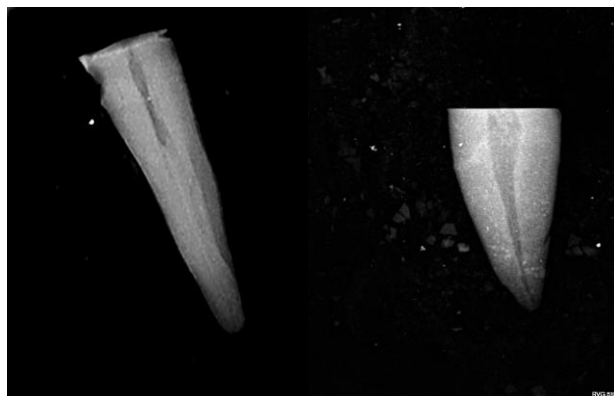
Clichés radiographiques pré-opératoires de racines dentaires préparées.
